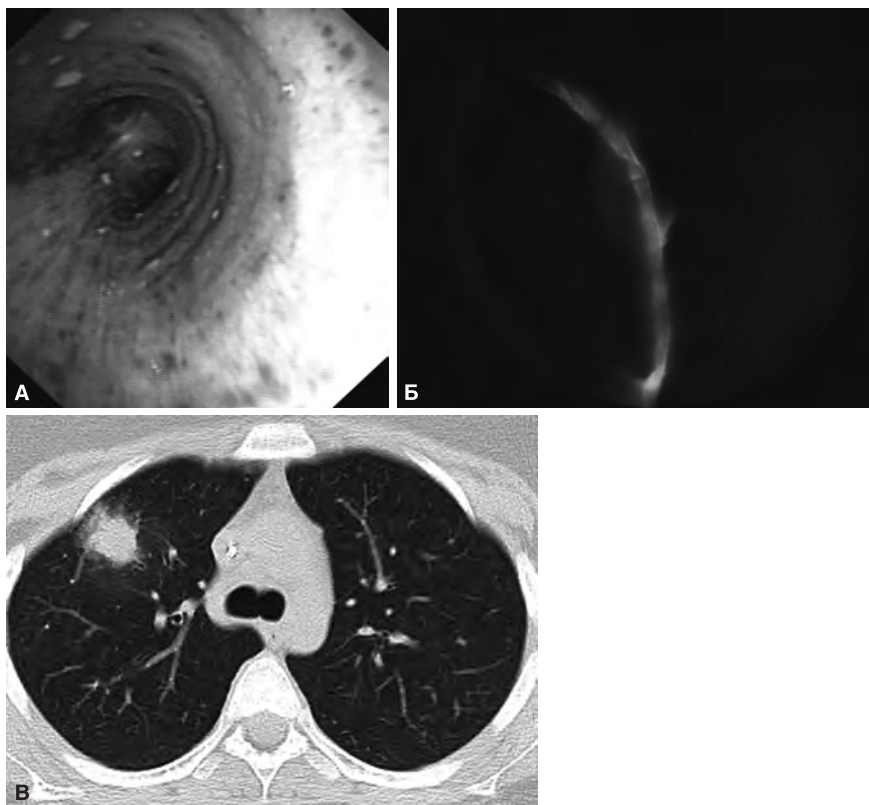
А. Эндоскопическая картина при грибковом поражении трахеи. Б. Окраска калькофлуором белым, септированный мицелий (аспергиллез). В. КТ-картина поражения легких при аспергиллезе. Очаг в периферических отделах верхней доли правого легкого, окруженный «матовым стеклом», — симптом ореола.
